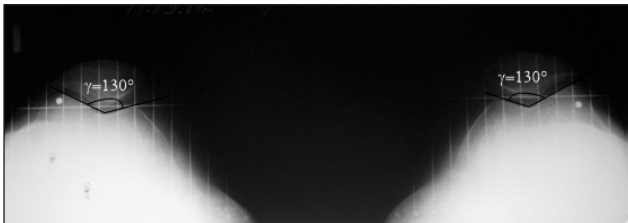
Рентгенограммы больной Л.: аксиальная проекция. Угол блока бедренной кости 126° (в норме $142^\circ \pm 2^\circ$), закрытый пателло-феморальный угол
